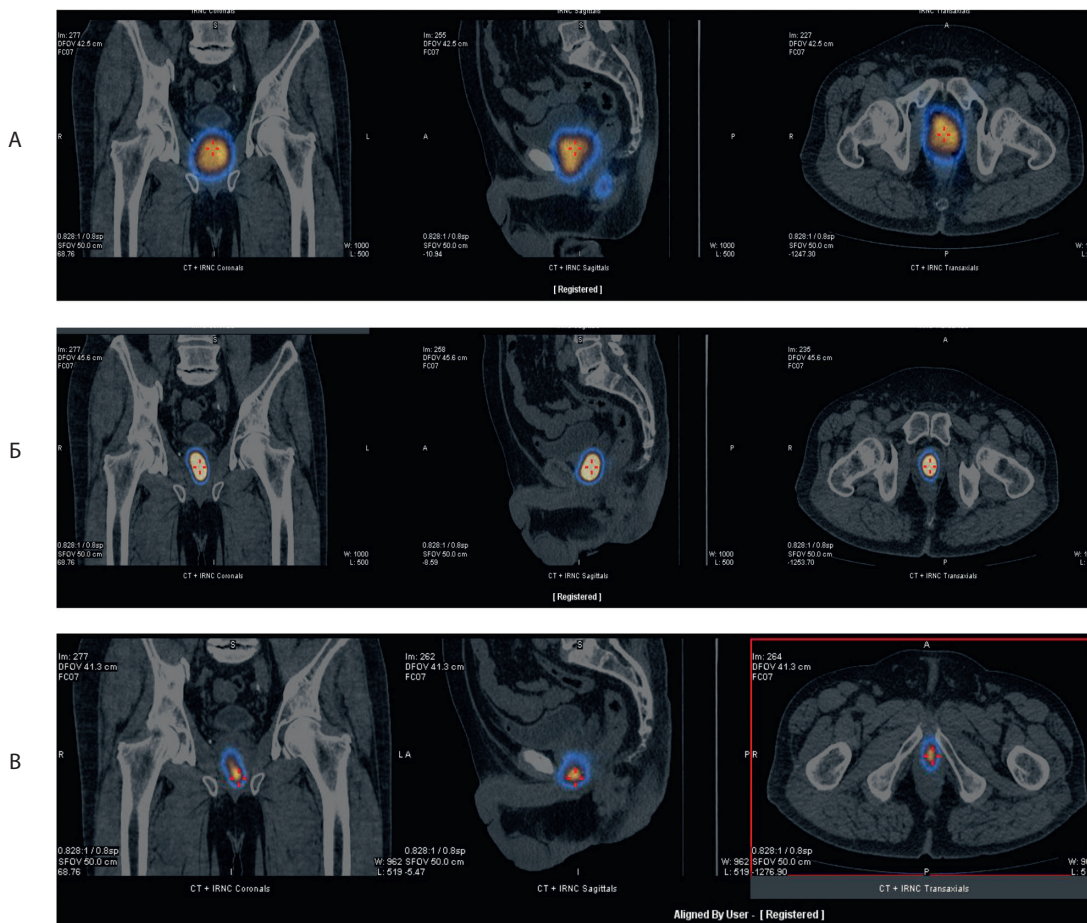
Гибридное исследование ОФЭКТ/КТ пациента ЕВИ через 30 мин (А), 12 часов (Б) и 24 часов (В) после введения РФП.
